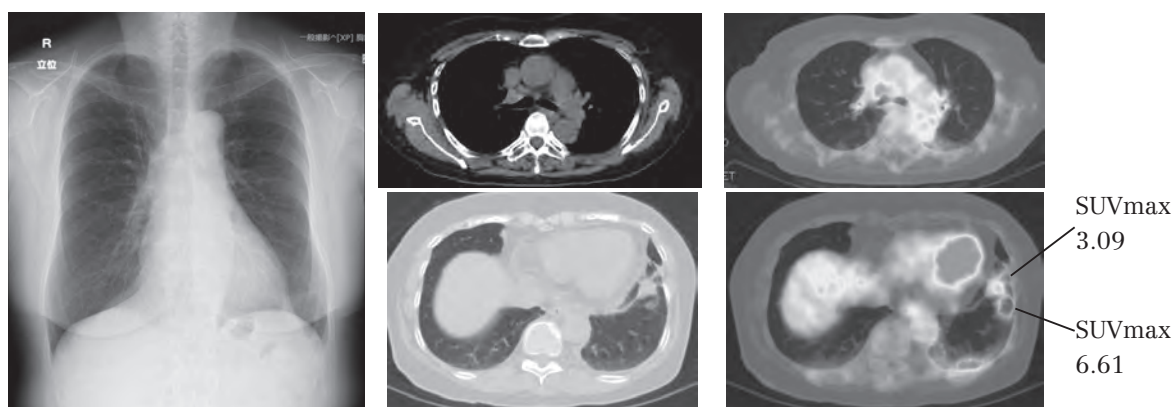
前医初診より2週間経過後の胸部単純X線(左)とPET-CT(右)
